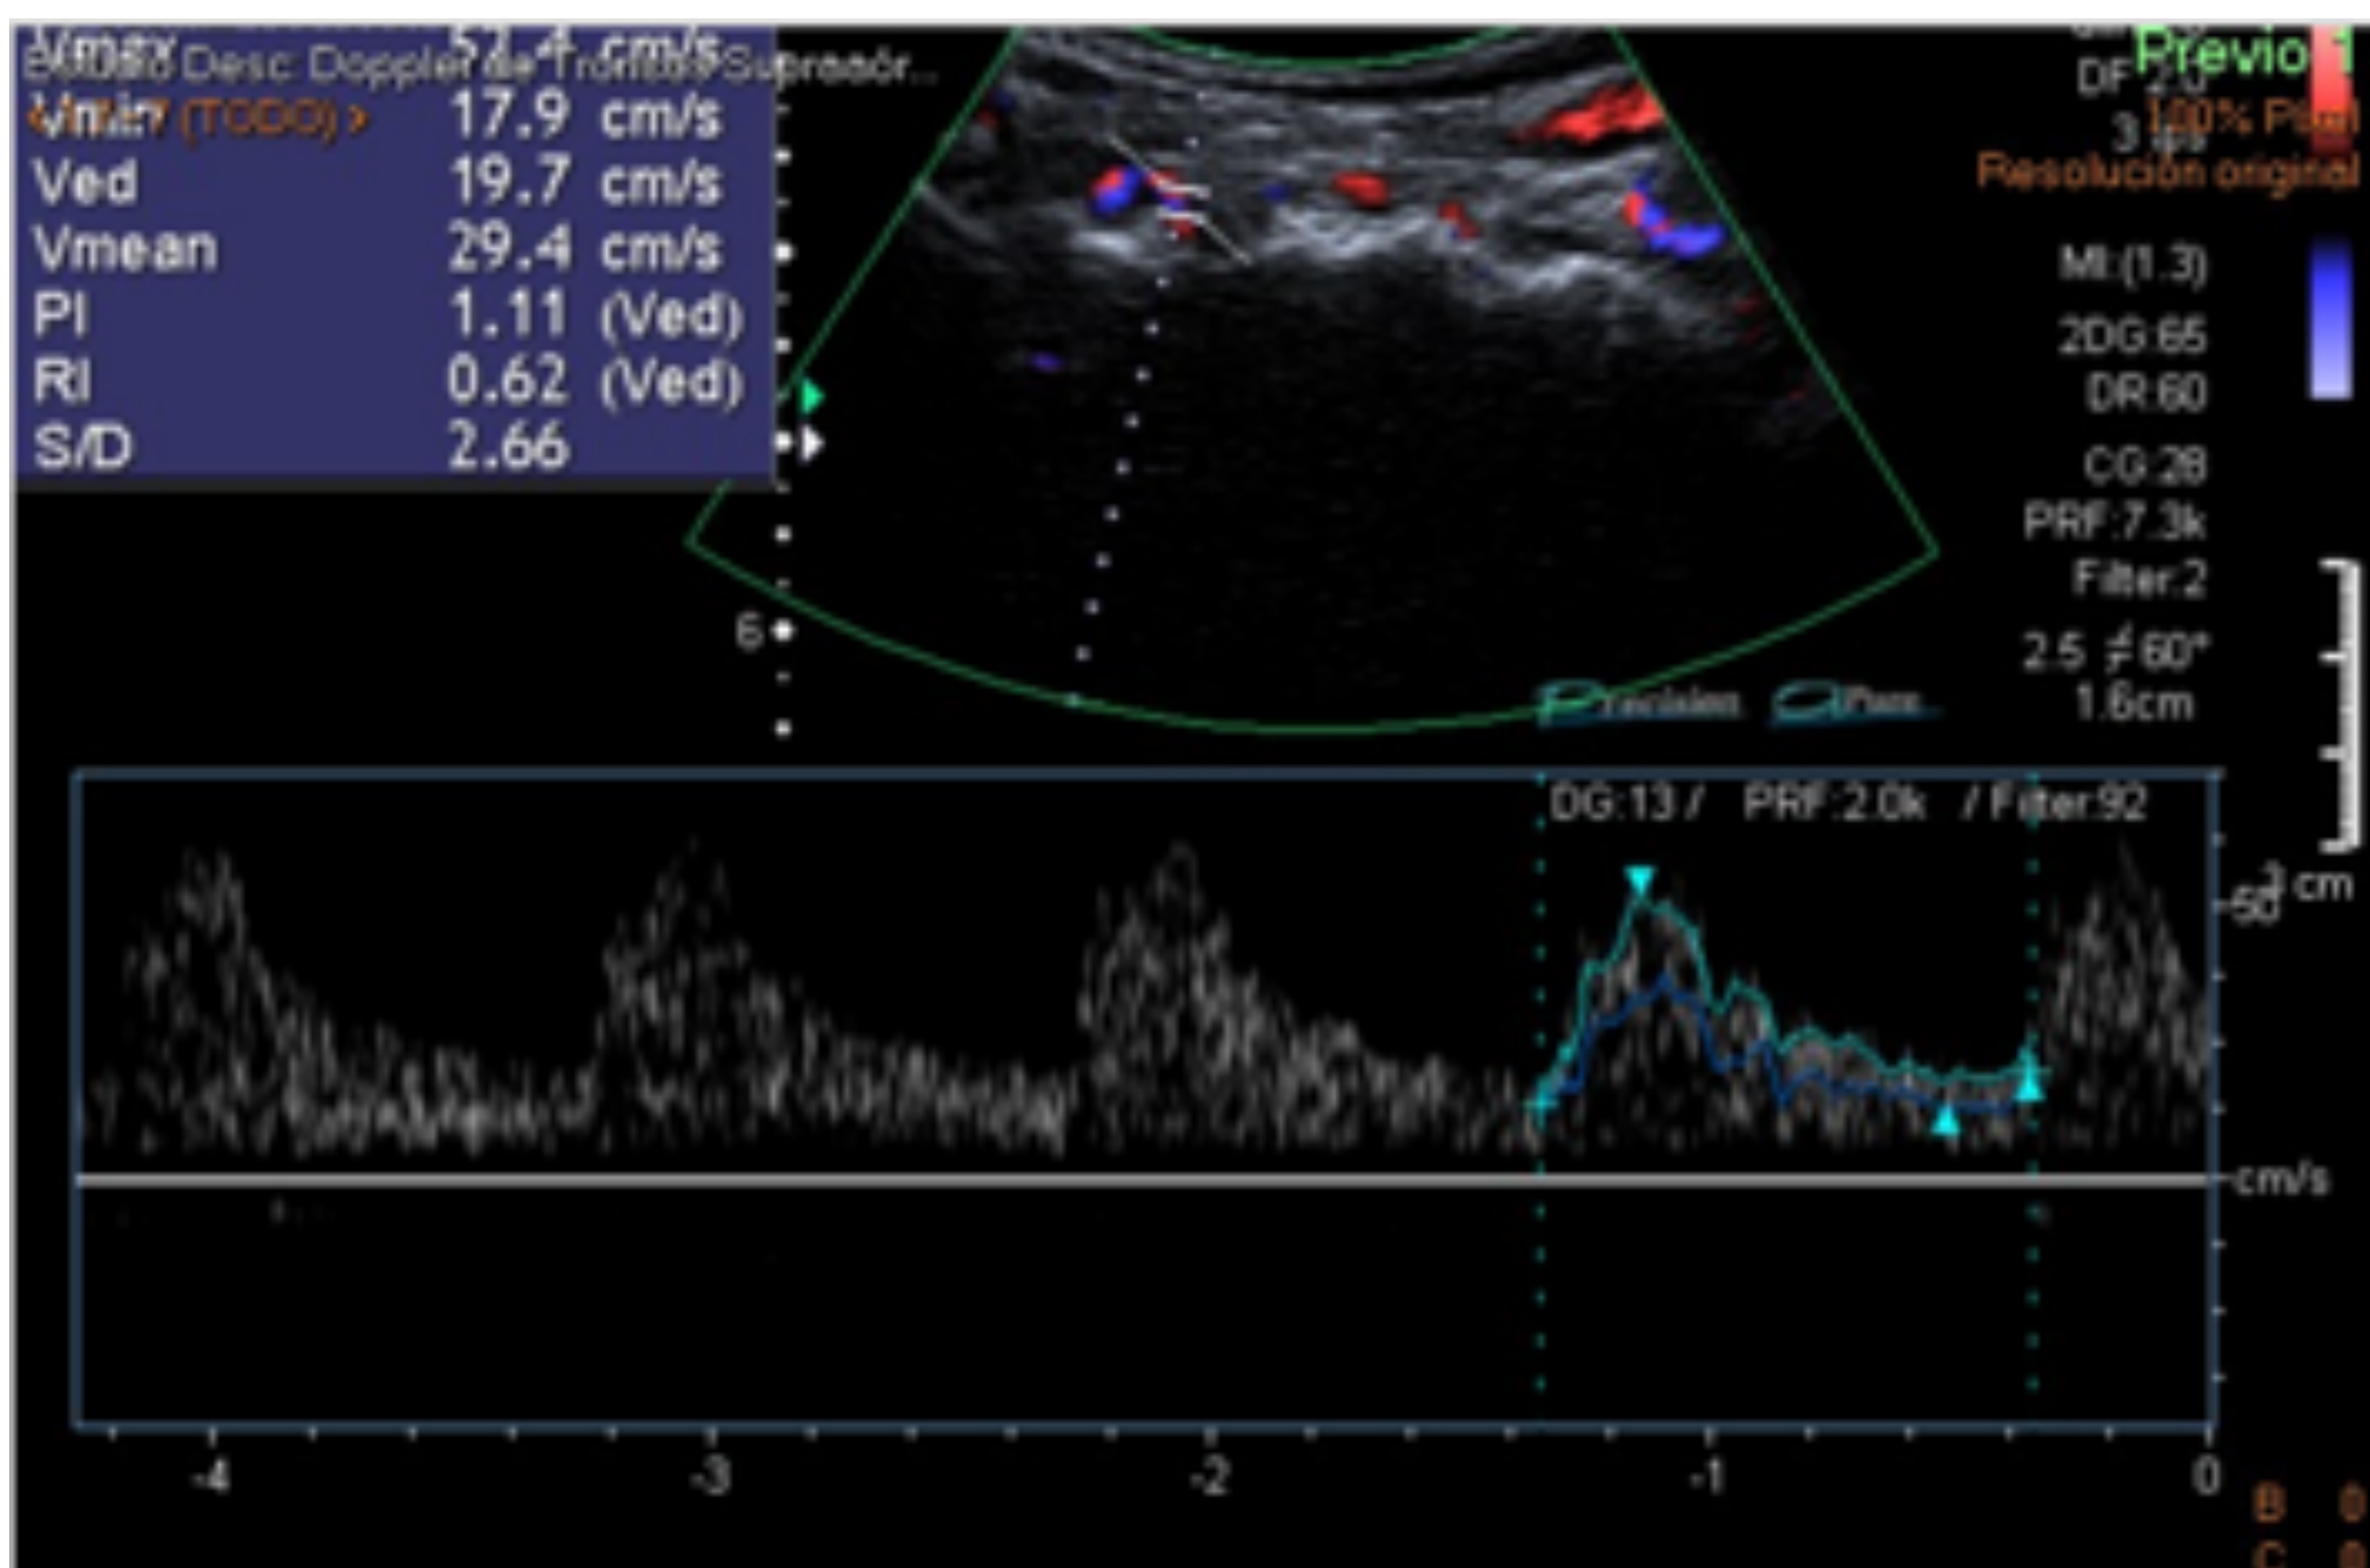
Filtro de pared. Filtro inadecuado por lo que existe mucha separación entre la curva y la línea de base en el Doppler espectral.
